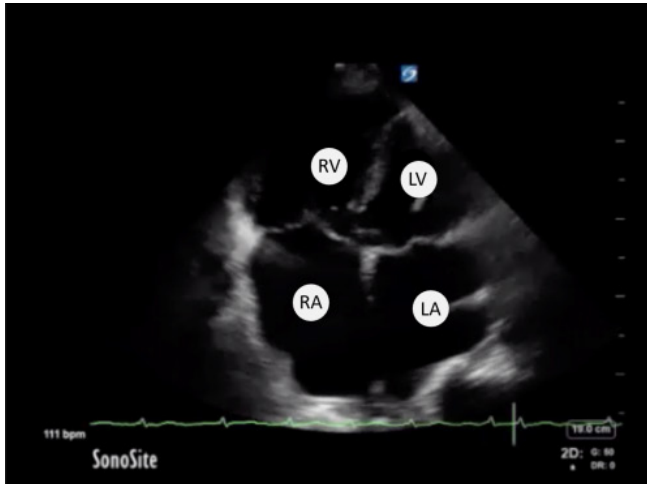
Una ecografía y la ilustración correspondiente de un corazón con taponamiento cardíaco y colapso sistólico de la aurícula derecha.
